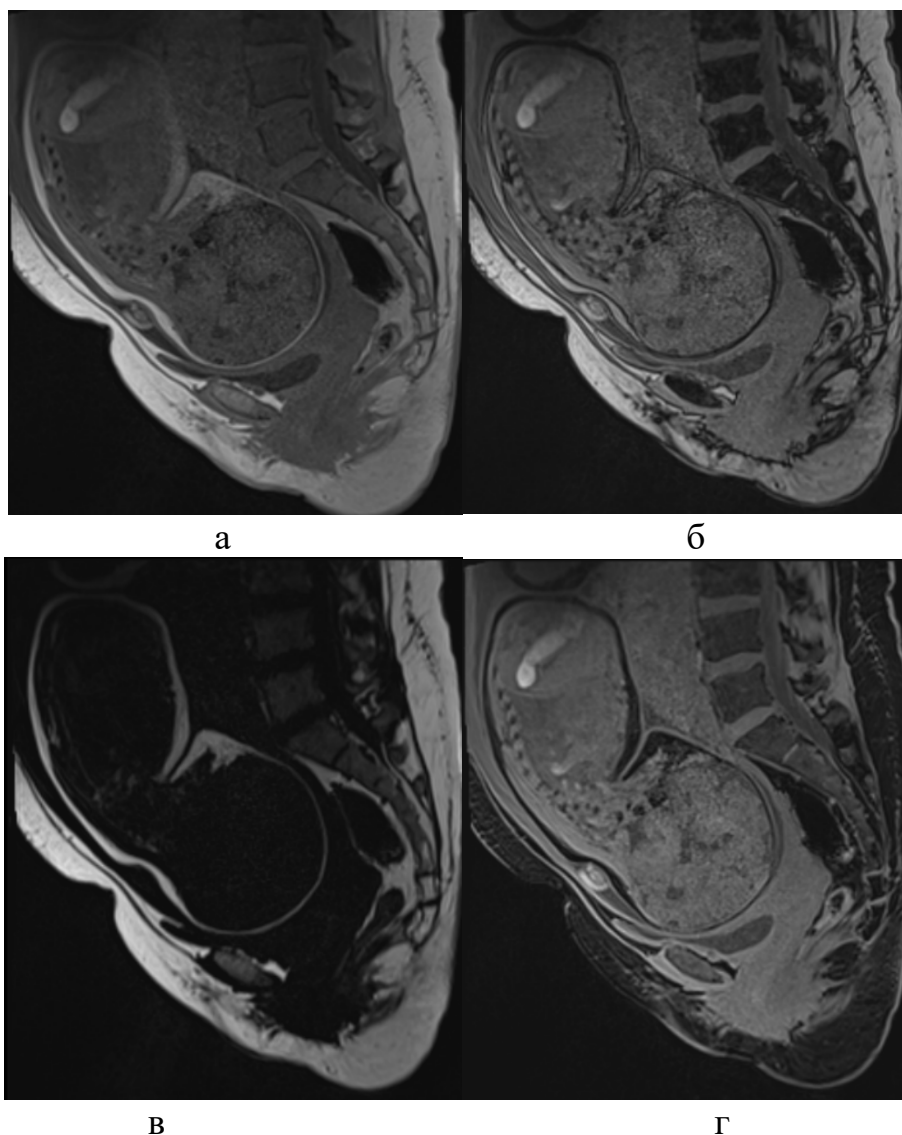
Пациентка В., 30 лет (И/б 1141/АК2022), срок гестации 39 недель. МРТ таза беременной в сагиттальной плоскости. Получение 4 типов изображений при использовании ИП T1 Dixon Vibe: а- in-phase = water + fat, б - opposed-phase = water – fat (б), в - fat only = in-phase - opposed phase (в), г - water only = in-phase + opposed phase = FS
